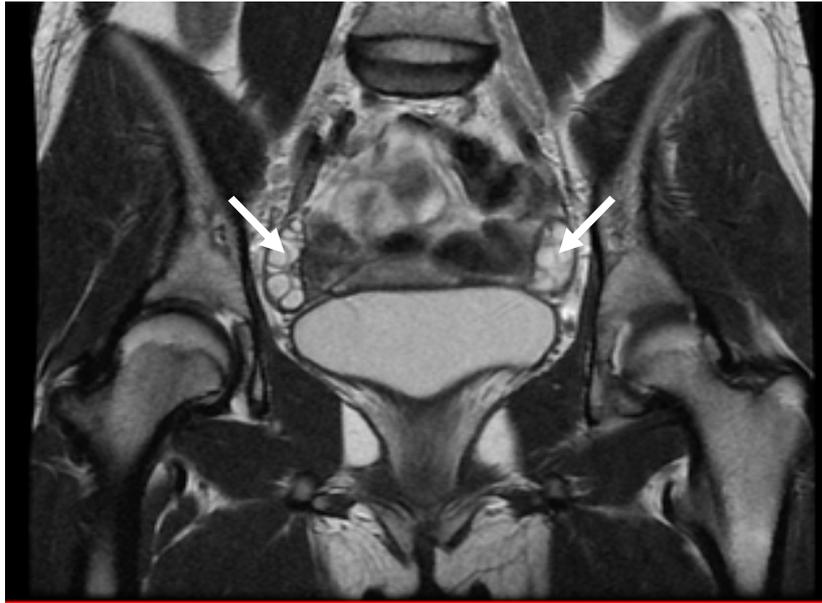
IRM pelvienne de FATIMA ZAHRAE en coupe coronale T2 montrant les deux ovaires (service de radiologie CHU HASSAN II)
